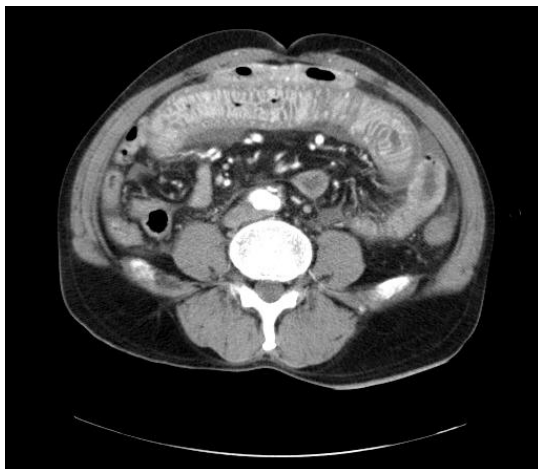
Abdominal CT shows marked wall thickening of small and large bowel.
